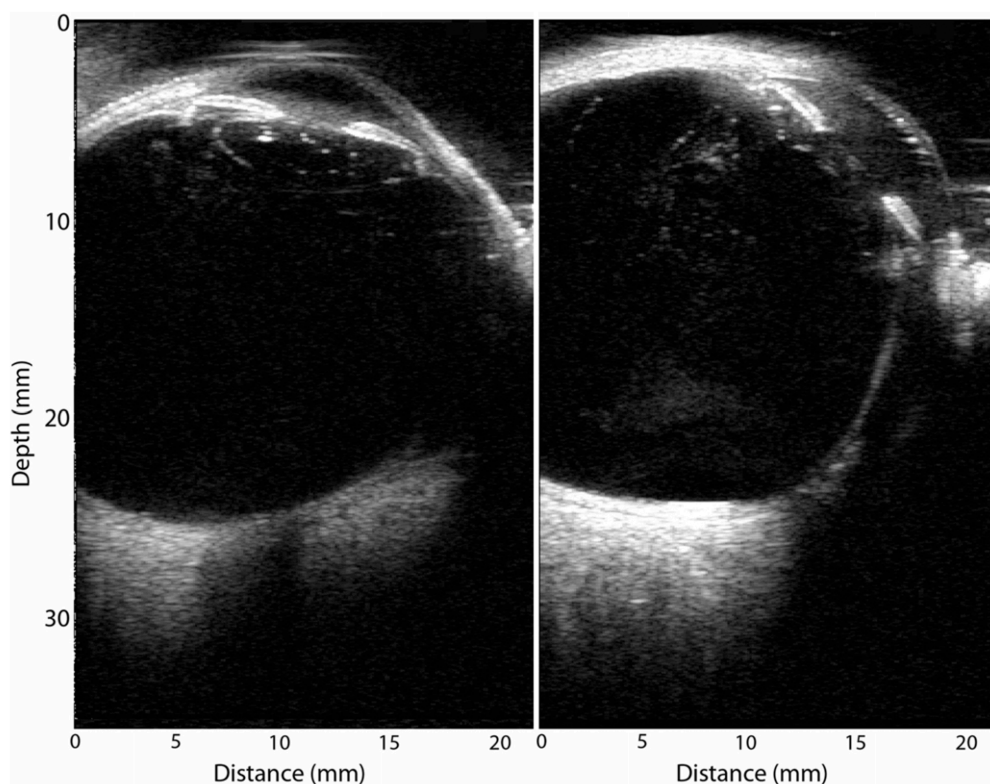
Ultrasonidos en globo ocular con una sonda especial de 20 MHz en composición anular del ojo izquierdo, en un varón de 65 años de edad, obtenida en un examen mediante inmersión.
